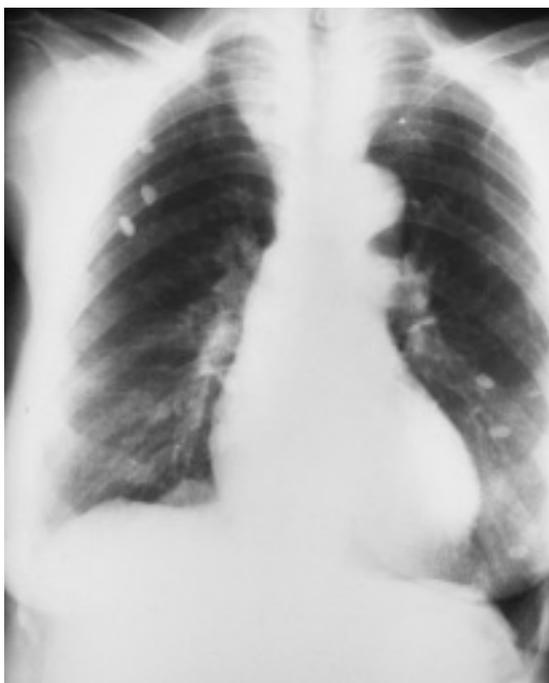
Radiografía anteroposterior de tórax: índice cardiotorácico y vascularización pulmonar normal. Ensanchamiento mediastínico. Imágenes nodulares de densidad calcio superpuestas a ambos hemitórax.
